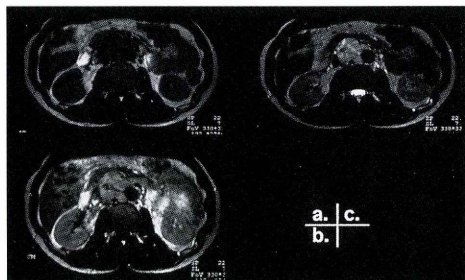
MRI a. T1 強調像, b. T1 強調像 (enhanced), c. T2 強調像
